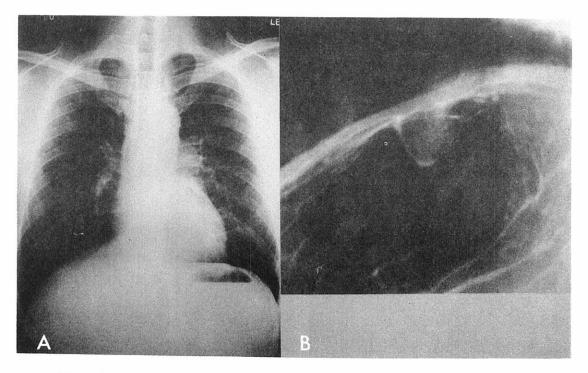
Case 1. A — Chest radiograph showing small mass protruding downward into the gastric air bubble. B — Double contrast barium study of stomach outlined a polypoid lesion.
